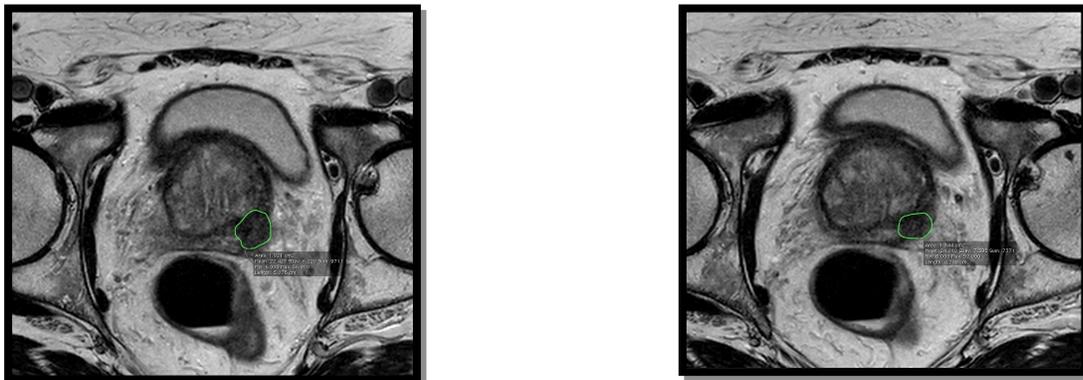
Esempio di RM prostatica multiparametrica con bobina di superficie e successivo "targeting" di lesione basale paramediana sinistra.
